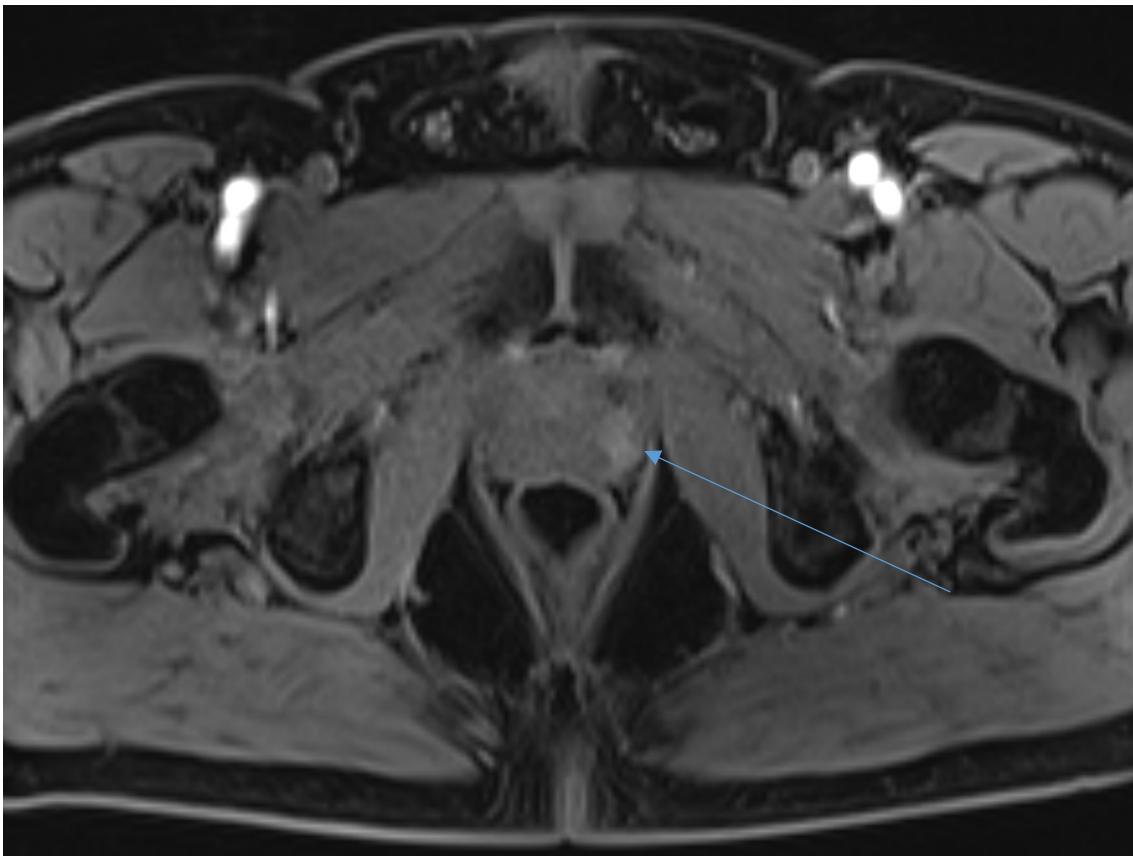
Kontrastmittelgestützte Sequenz der multiparametrischen MRT
